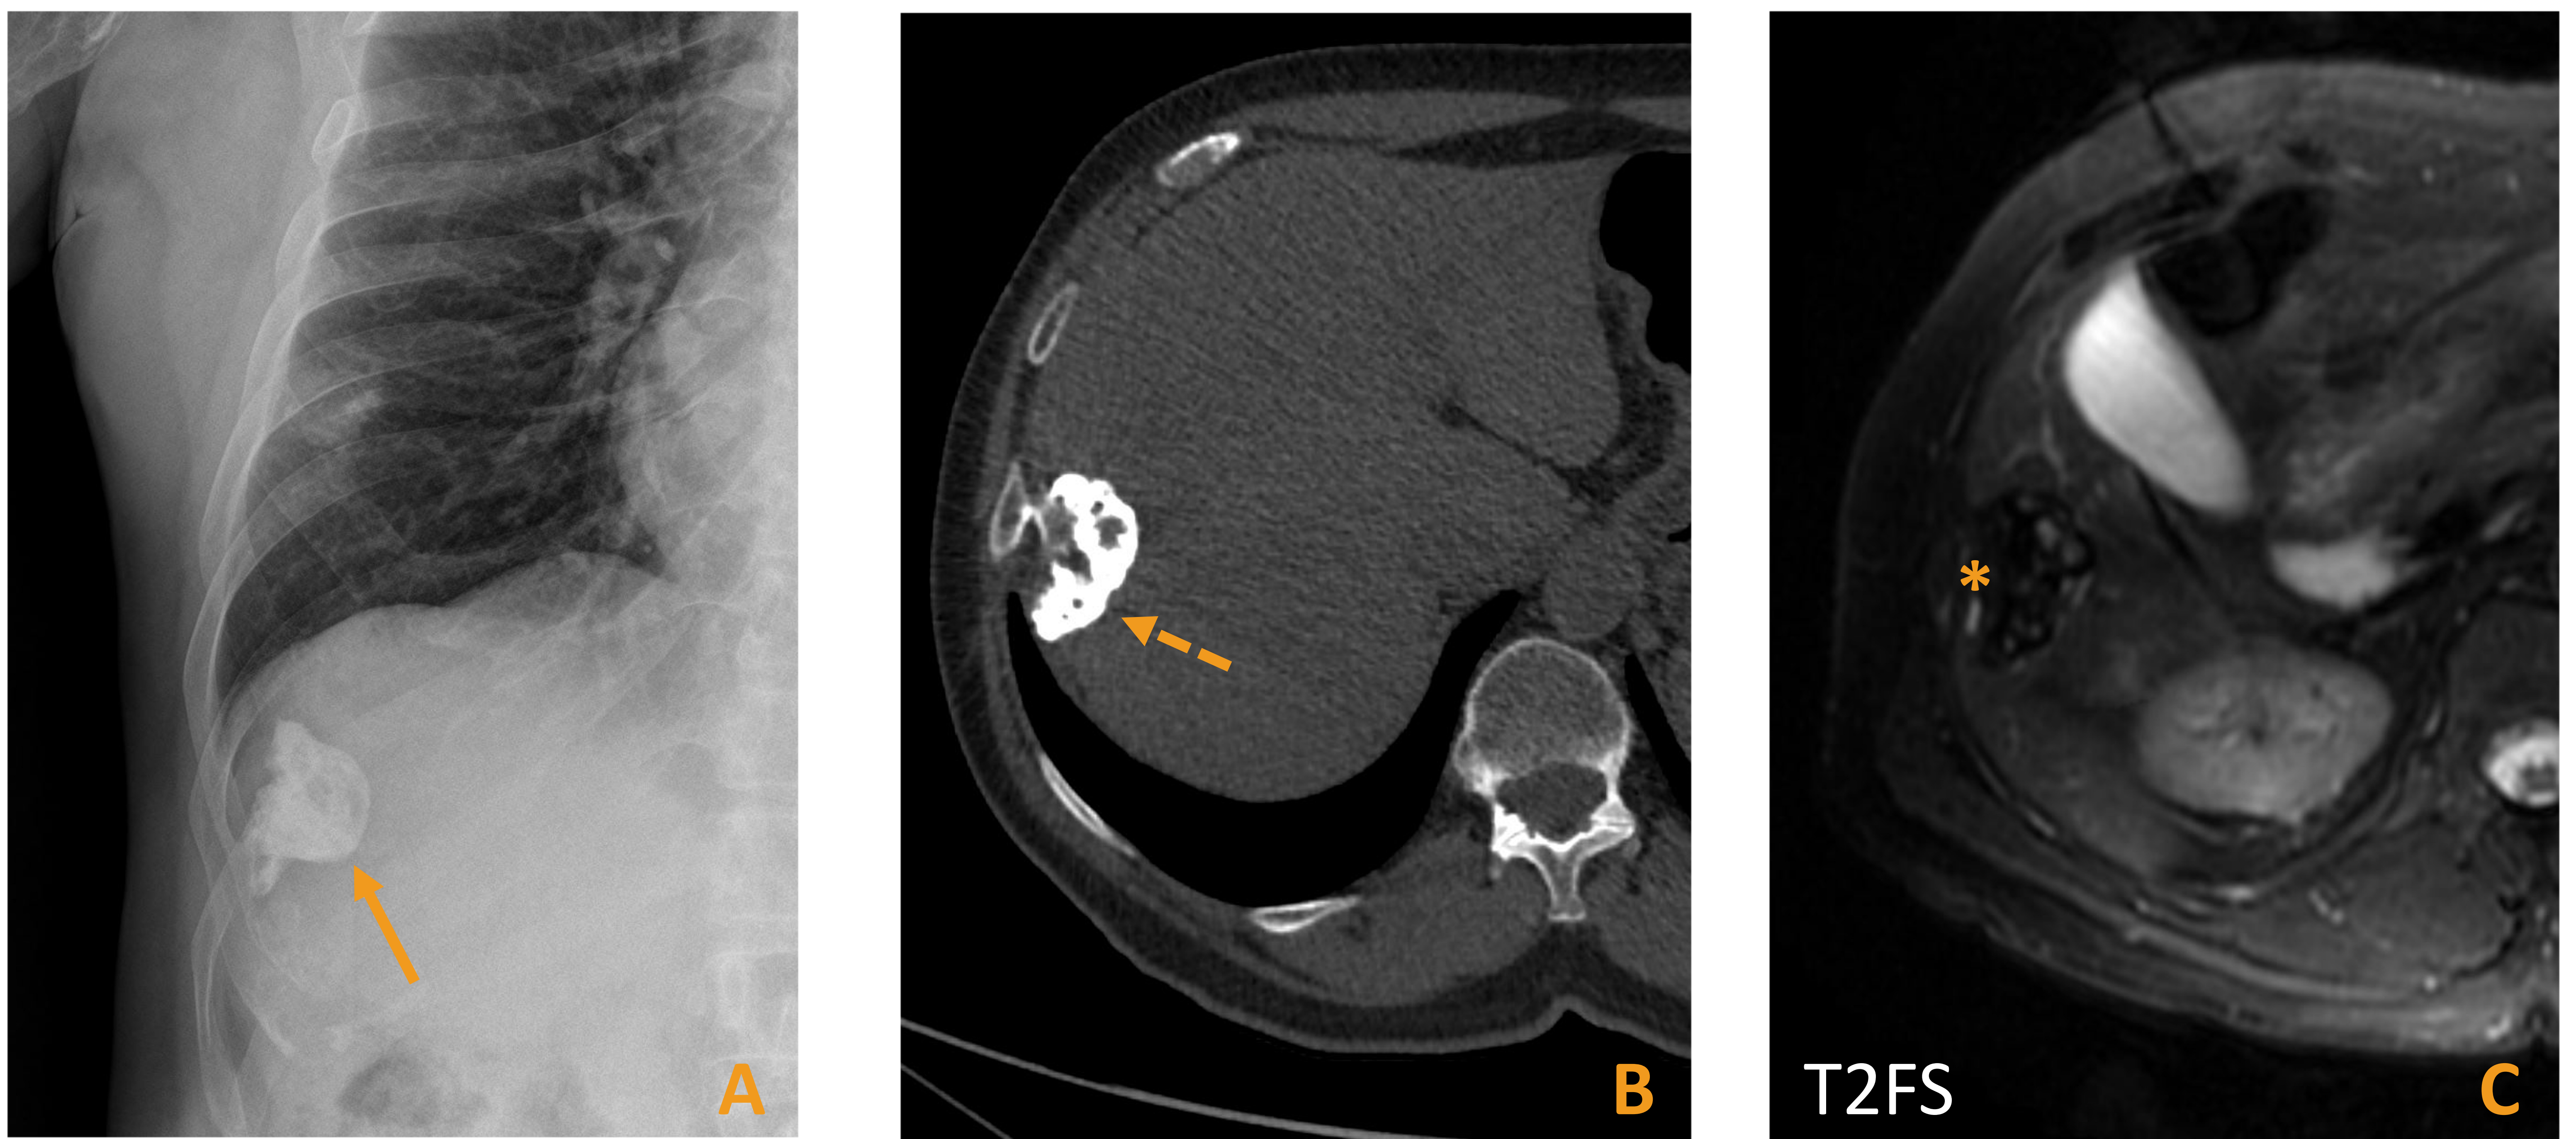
Varón de 70 años con antecedente de EHM al que en una ecografía abdominal realizada por elevación de transaminasas se le identificó una masa hepática de contornos muy mal definidos, con sobra posterior (no se aporta). Se realizaron radiografía simple (A), TC sin contraste (B) y RM, de la que se muestra una imagen de la secuencia T2FS (C). Se identifica un OC dependiente de la 9ª costilla derecha, que presenta calcificación del *cap* cartilaginosa (flechas continua y discontinua) y en la TC se identifica continuidad cortical y medular con la costilla. En la RM se aprecian focos hiperintensos en T2, que se corresponden con el *cap* cartilaginosa no mineralizado, y focos hipointensos en T2, que se corresponden con zonas de matriz calcificada (*). Dado que el paciente no presentaba dolor en esta localización, se consensuó con él un manejo conservador.
